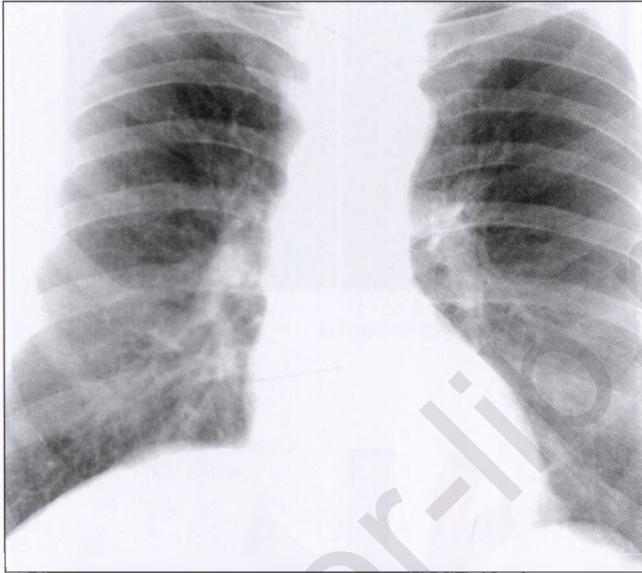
Рентгенограмма органов грудной клетки при коарктации аорты
